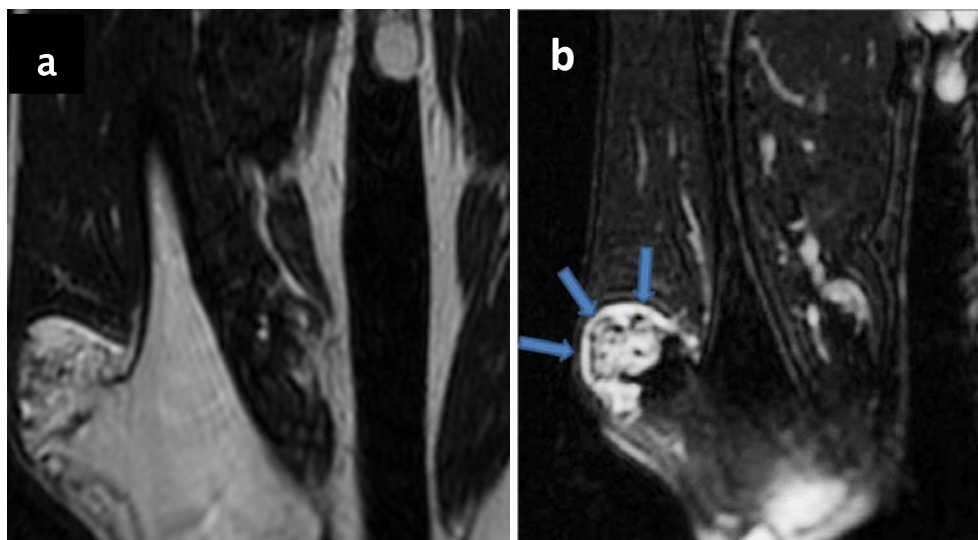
IRM de la cuisse en coupe coronale en pondération T1 (a) et T2 avec saturation de graisse (b) : Exostose pédiculée. Excroissance osseuse de la face externe du fémur droit, en continuité avec la cavité médullaire. La coiffe cartilagineuse se différencie clairement en hypersignal intense T2, contrastant avec celui des tissus adjacents musculaires et graisseux (flèches).
